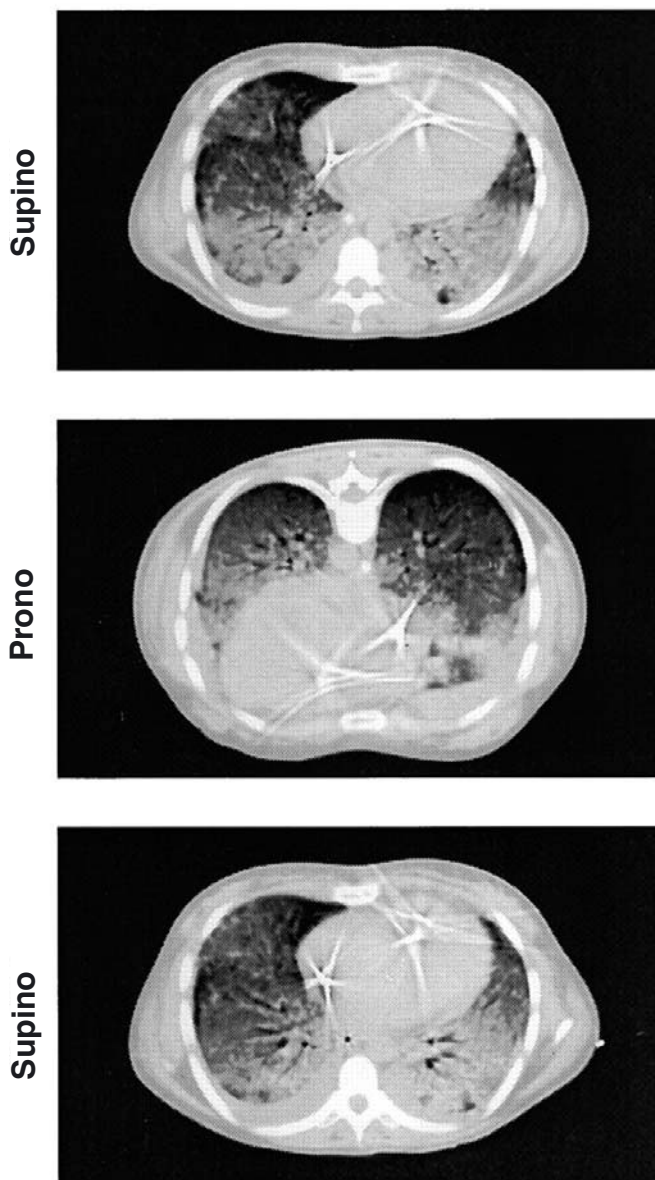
CT da polmone con ARDS in posizione supina (*superiore*), prona (*a metà*), e dopo ritorno in posizione supina (*inferiore*). Le immagini sono state scattate con 10 cmH₂O di pressione positiva a fine espirazione. Da notare come le densità dipendenti dalla gravità si spostino da dorsale a ventrale nel giro di pochi minuti quando il paziente viene posizionato prono. (Da Gattinoni e coll. [20])
